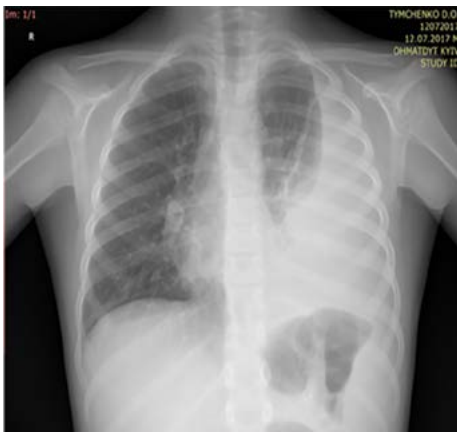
Рентгенографія ОГК: «Лівобічний плеврит»
